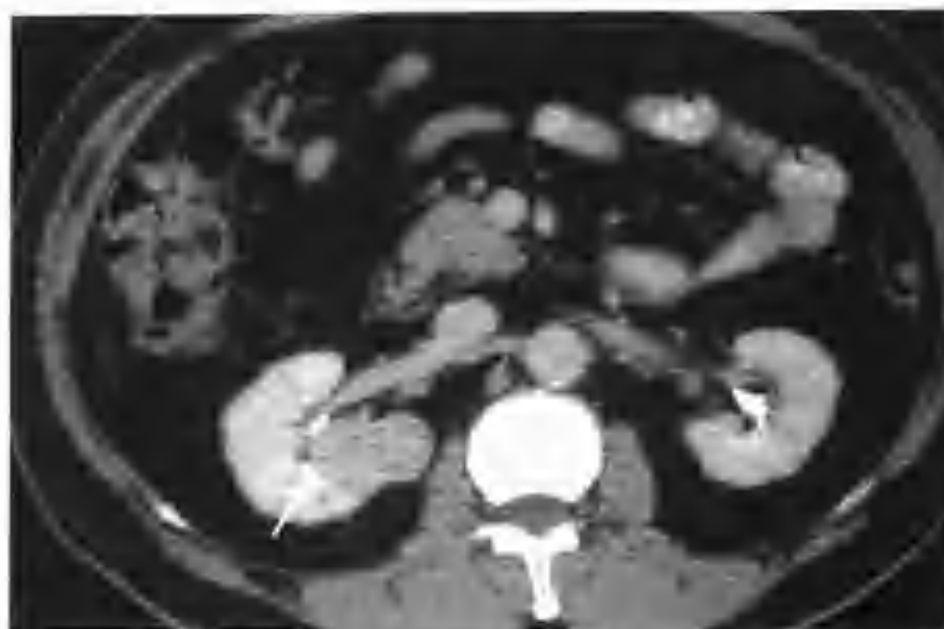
与图 2-1-120 为同一病例, 肾盂期强化进一步减低, CT 值 $99 \sim 106\text{HU}$, 邻近肾盂、肾窦脂肪受压 (箭头)
